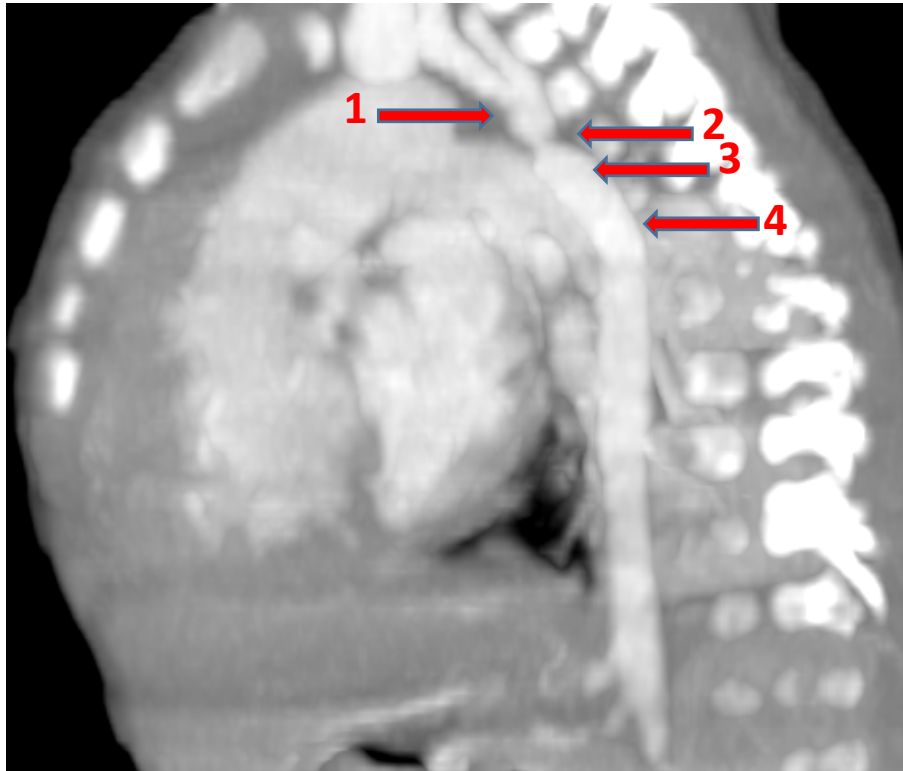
TDM thoracique, en coupe sagittale, en reconstruction MIP :Arc aortique hypoplasique au niveau de sa crosse, et siège au niveau de sa portion isthmique d'un rétrécissement serré au niveau de sa lumière (service de radiologie CHU Mohamed VI Marrakech).
